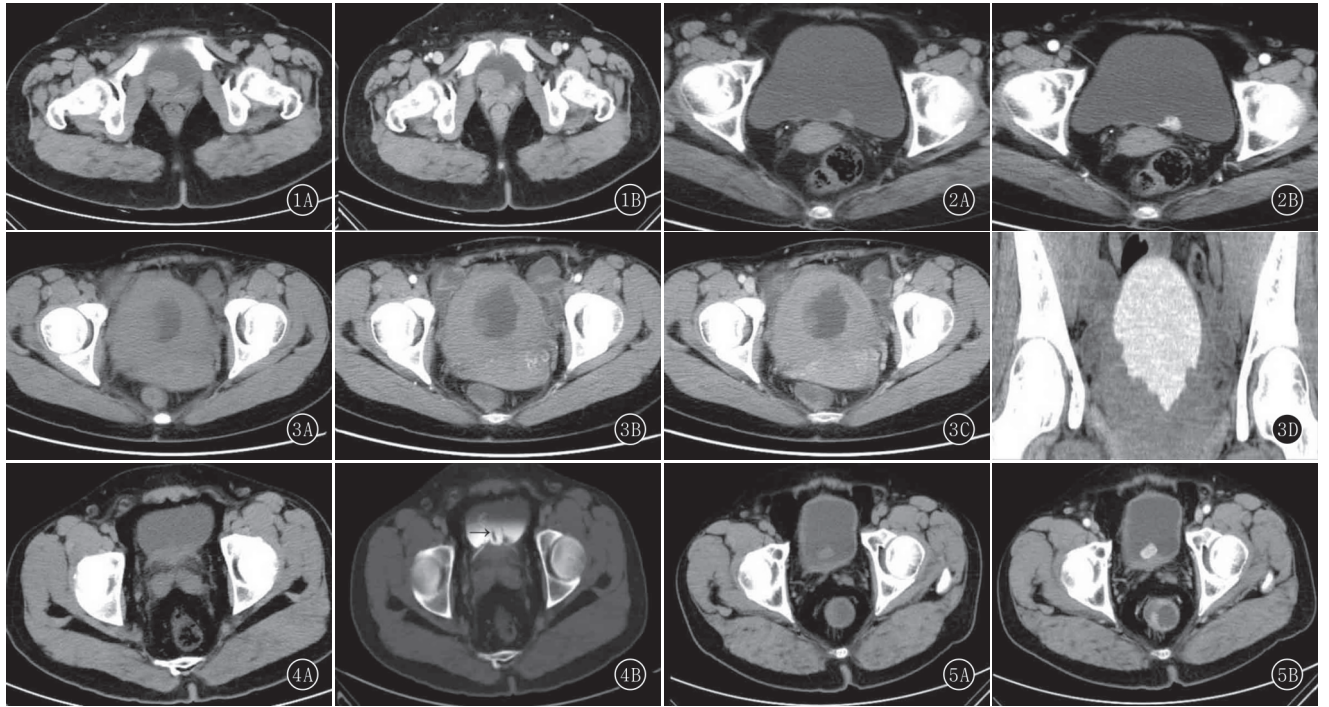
B 女,43 岁,膀胱右侧壁平滑肌瘤。A.CT 平扫:膀胱右侧壁类圆形软组织密度肿块,突向腔内,密度均匀,边缘光滑;B.静脉期:肿块轻度均匀强化,CT 值较平扫增加 17 HU 图 2A,B 女,67 岁,膀胱左后壁副神经节瘤。A.CT 平扫:膀胱左后壁类圆形均质软组织密度肿块,突向腔内,与膀胱壁宽基底相连;B.动脉期:肿块明显强化,CT 值为 148 HU 图 3A~D 女,31 岁,膀胱粒细胞肉瘤,有 AML 病史。A.CT 平扫:膀胱三角区弥漫性增厚伴卵石样突起;B.动脉期:病灶未见明显强化;C.静脉期:病灶呈中度均匀强化;D.延迟期冠状位:膀胱腔内卵石样充盈缺损 图 4A,B 男,34 岁,膀胱三角区腺性膀胱炎。A.CT 平扫:膀胱三角区局限性增厚似见水草样隆起;B.延迟期:膀胱腔内水草样充盈缺损(箭) 图 5A,B 男,34 岁,膀胱三角区腺性膀胱炎。A.CT 平扫:膀胱三角区结节状隆起,边缘光滑,密度均匀;B.静脉期:肿块呈均匀明显强化,CT 值较平扫增加 88 HU
